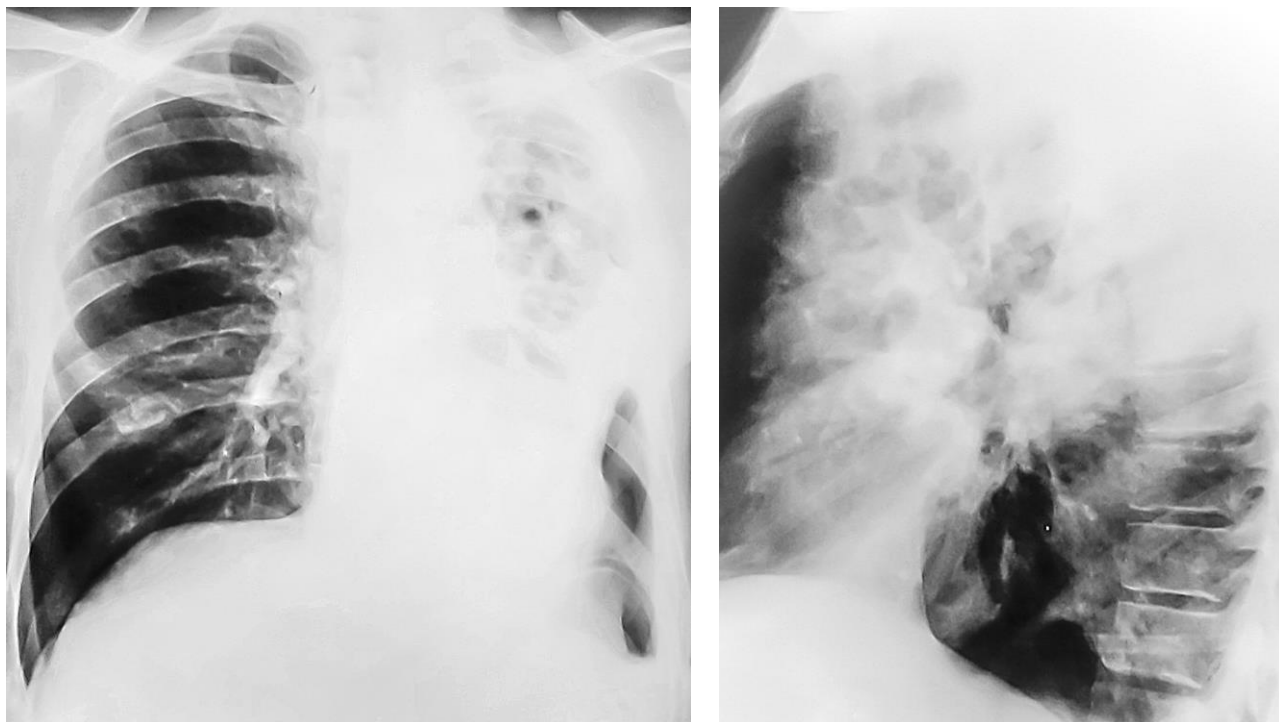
Обзорная рентгенограмма грудной клетки в прямой и левой боковой проекциях. Гангрена левого легкого. (Фото из архива кафедры)
